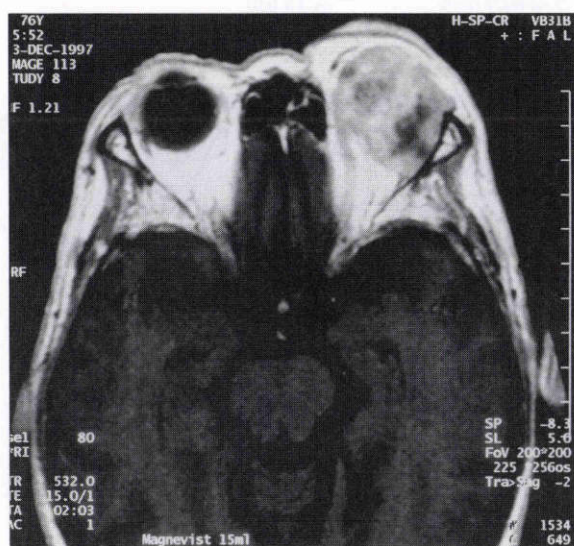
Magnetic resonance imaging (MRI) T1 強調画像所見.
